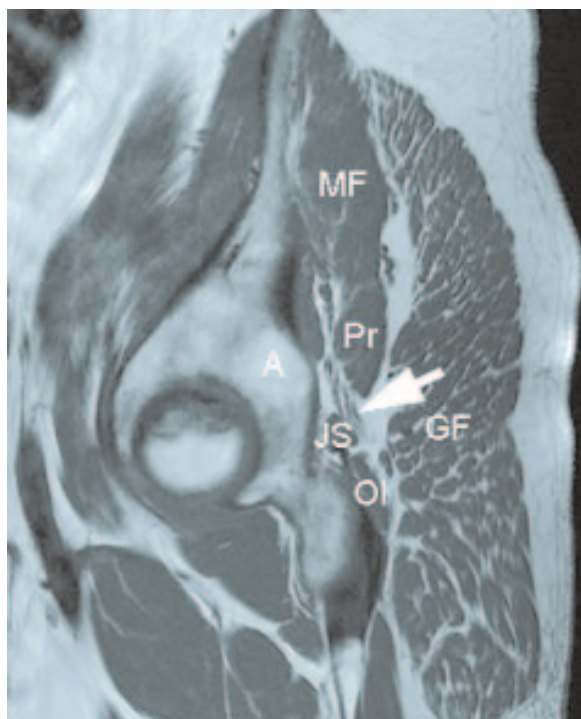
Coupe IRM sagittale en pondération T1 mettant en évidence le passage du nerf sciatique (flèche) dans l'espace infra-piriforme compris entre le muscle piriforme (Pr) en haut et les muscles obturateur interne (OI) et jumeau supérieur (JS) en bas. A : acétabulum ; GF : muscle grand glutéal.
